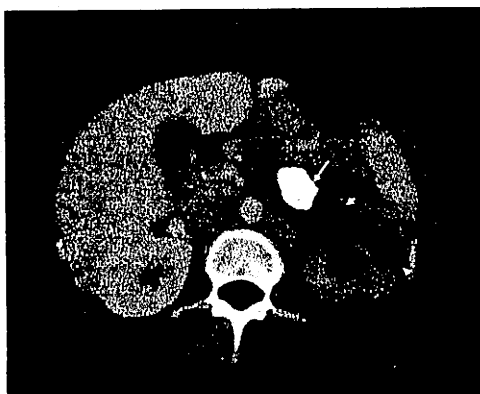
TC abdomino pélvica con administración de contraste intravenoso, plano axial. Se observa agrandamiento de silueta renal, litiasis impactada en pelvis renal (flecha larga), dilatación del sistema pielocalicial (flecha corta) y adelgazamiento de cortical renal (punta de flecha).
